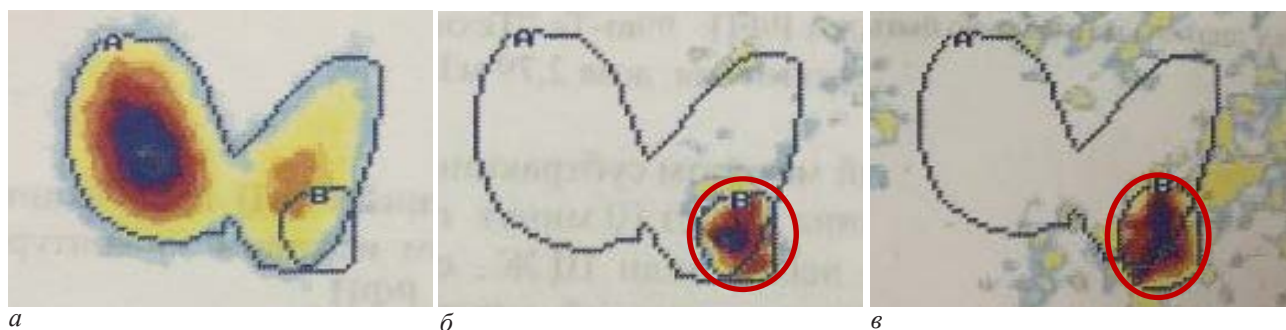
Сцинтиграммы больной Б.: при исследовании с ^{99m}Tc -пертехнетатом (а); при исследовании с ^{99m}Tc -технетрилом отмечен участок патологически повышенного накопления РФП в нижнем полюсе левой доли ЩЖ в раннюю (б) и позднюю (в) фазы сканирования
